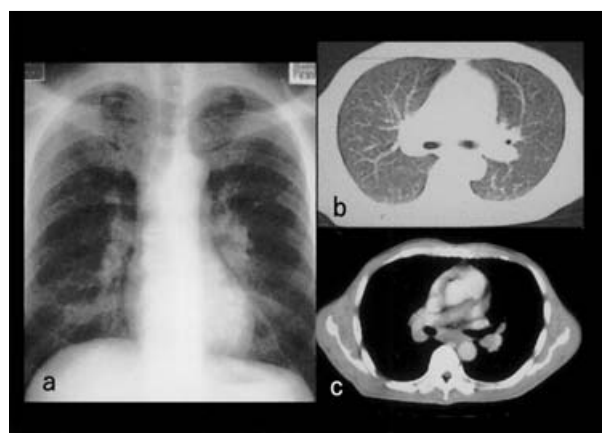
(a) Chest X-ray showed enlargement of the hilar lymph nodes and interstitial infiltrates in the right lower lung field. (b) CT scan showed enlargement of the hilar lymph nodes and diffuse granular and reticular infiltrates in the lung. (c) Abdominal CT scan showed enlargement of paraaortic and peripancreas lymph nodes.
